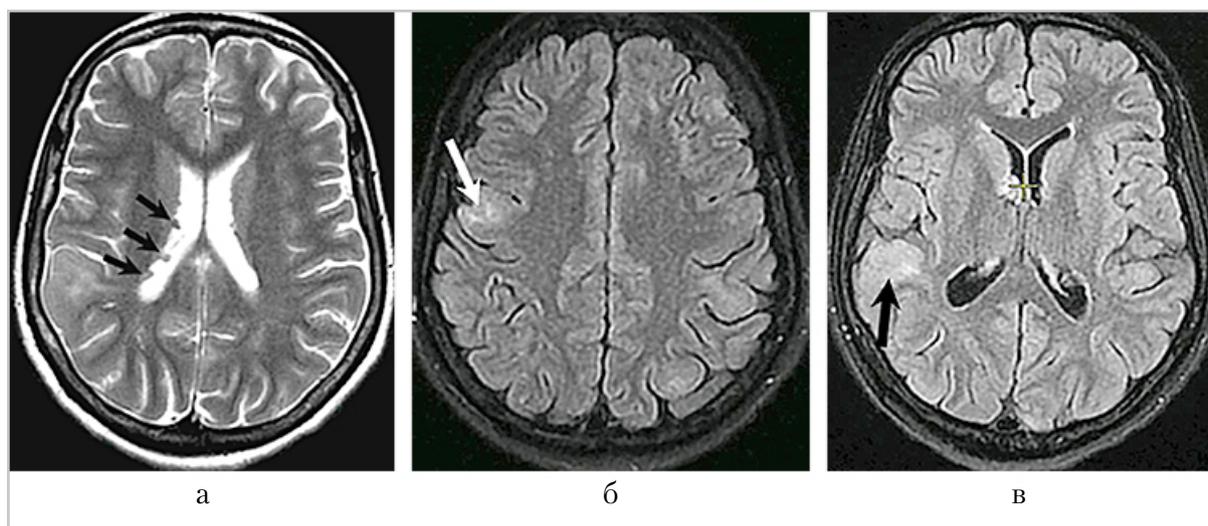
МР-томограммы головного мозга матери, аксиальные срезы: *а* – режим T2-ВИ, определяются множественные субэпендимальные узлы (черные стрелки), *б* – режим FLAIR, образование неправильной формы с нечеткими, неровными границами – тубер (белая стрелка), *в* – режим FLAIR, образование неправильной формы с нечеткими, неровными границами – тубер (черная стрелка)
